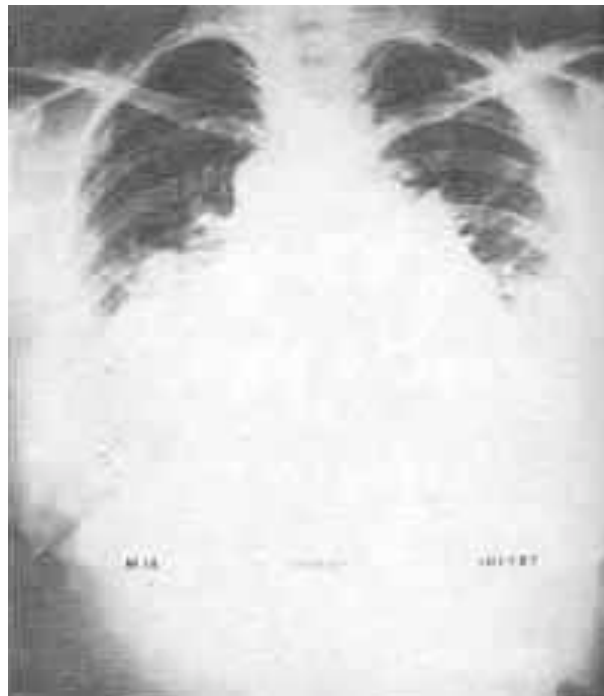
Telerradiografia do tórax pré-operatória. Há evidências de aumento importante da circulação pulmonar, bem como de átrio e ventrículo direitos. A artéria pulmonar apresenta-se com dilatação aneurismática.
